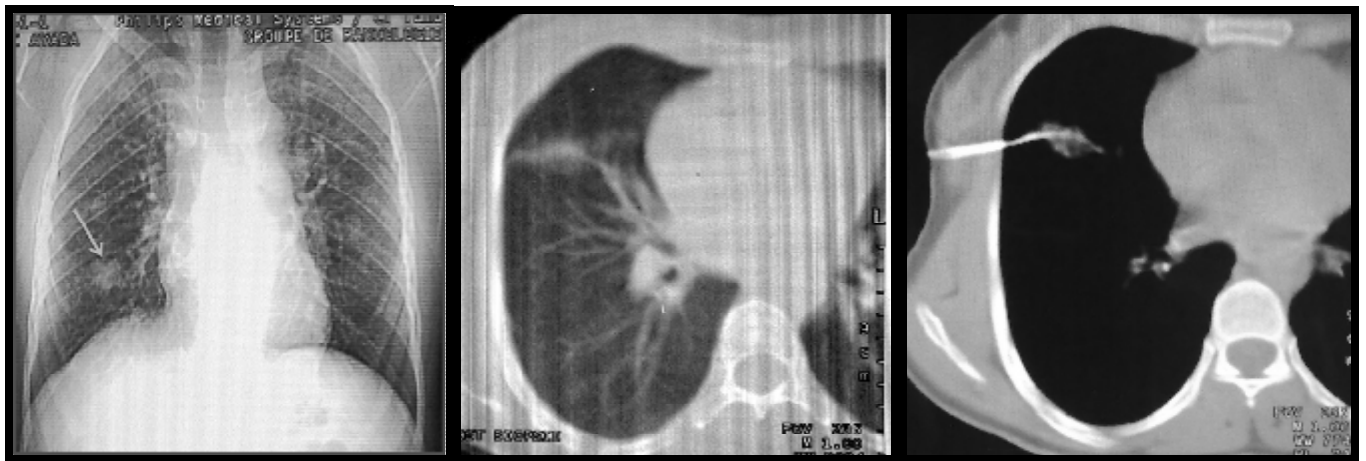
(cas N°25) : radiographie de thorax face et TDM thoracique, coupes axiales, en fenêtre parenchymateuse et médiastinale :
